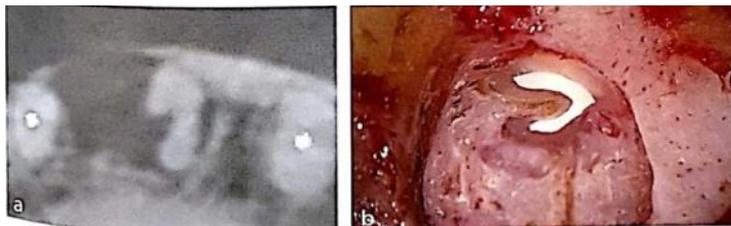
(a) Coupe cone beam d'un canal en C sur 34. (b) Préparation et obturation du canal en C, on note la finesse des parois radiculaires.
